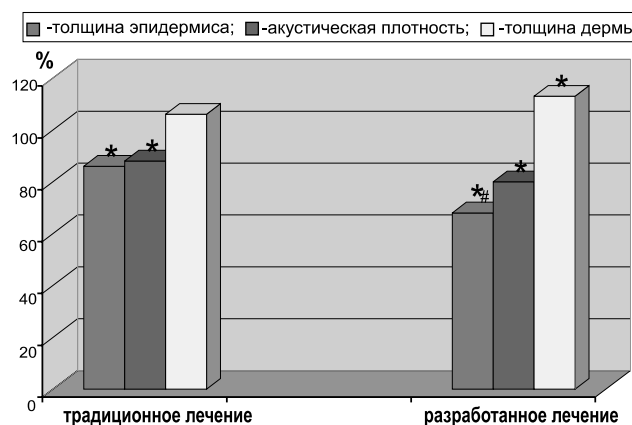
Показатели функционального состояния кожи лба пациенток по данным УЗИ
